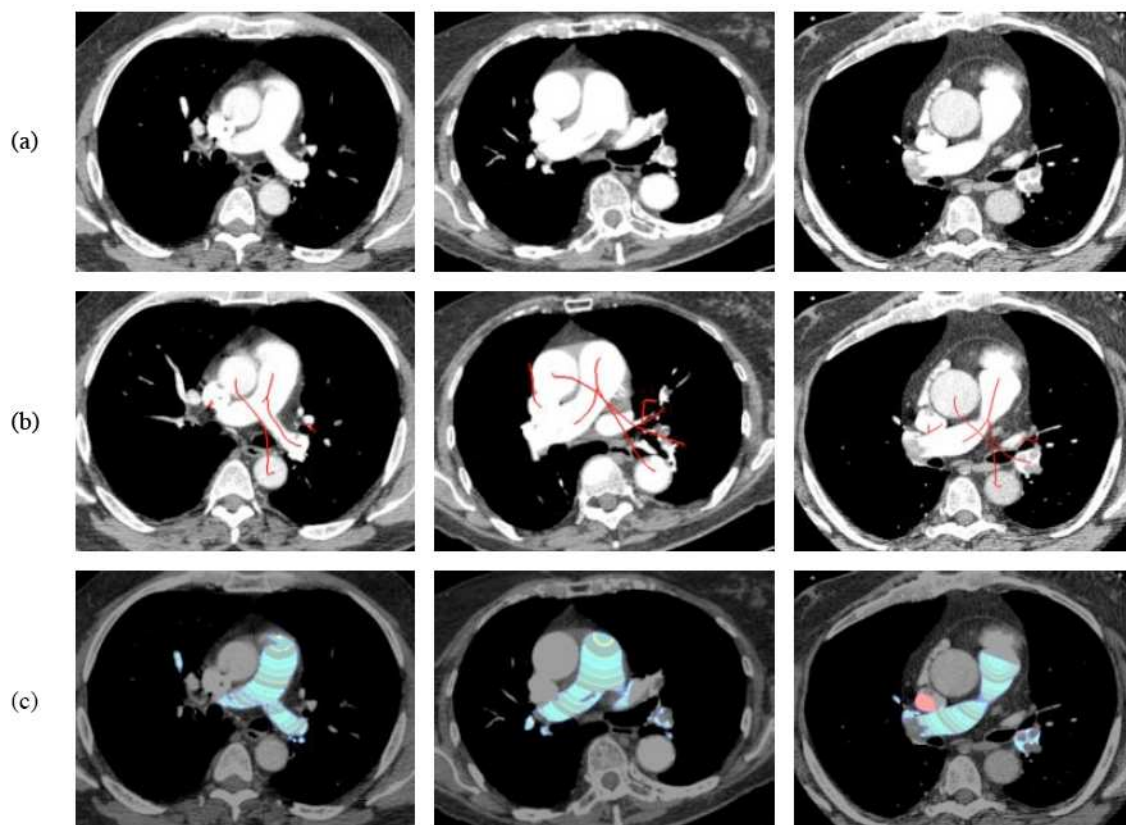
Trois exemples de segmentation de l'artère pulmonaire : (a) images de initiales, extraites d'une coupe tomographique du thorax ; (b) résultats du recalage automatique du modèle 3D des vaisseaux sanguins ; (c) segmentation de l'artère pulmonaire sur base de contours actifs, la zone rouge dans l'image de droite signalant une segmentation invalidée grâce au modèle (b).
